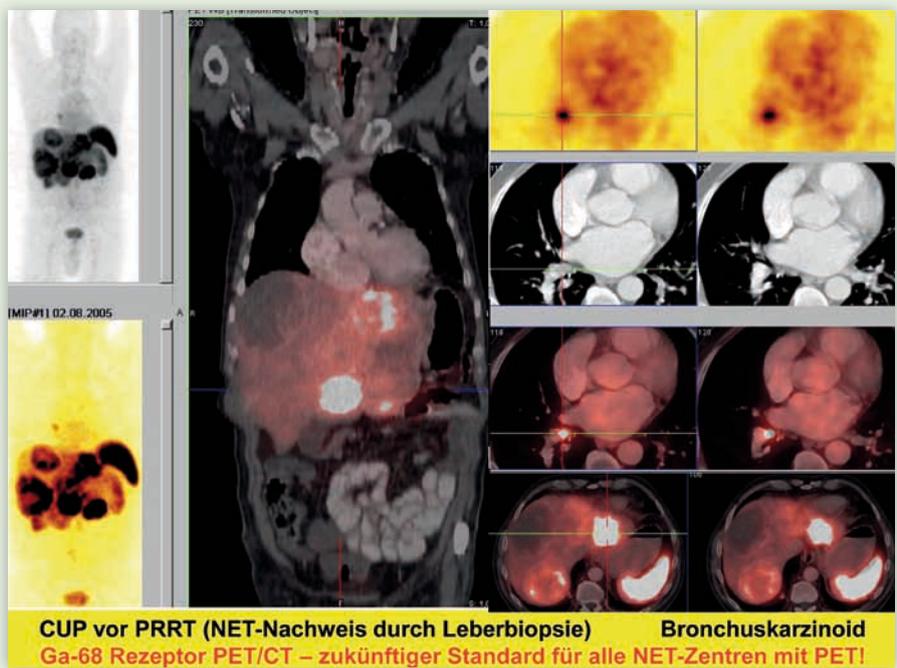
Neuroendokriner Tumor mit Tochtergeschwülsten in der Leber, bei dem der Ursprung vor der Durchführung eines Somatostatinrezeptor-PET/CTs nicht feststand. Diese Untersuchung konnte den Ursprungstumor im Bronchialsystem lokalisieren.
